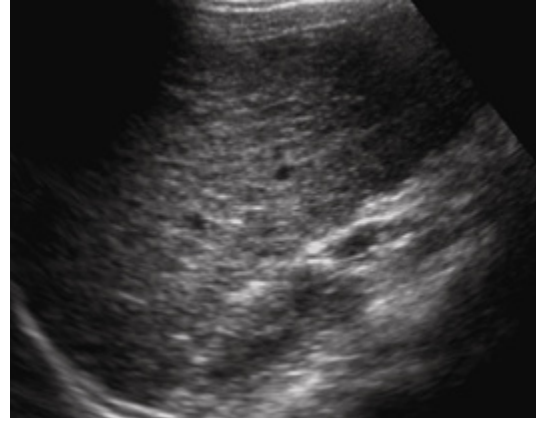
a, b. KHF tanılı hastanın karaciğere ait US incelemesinde (a) karaciğer sol lobunda ve kaudat lobta belirgin hipertrofi, sağ lobta şekilsiz safra yolu genişlemeleri (von Meyenburg kompleksleri) görülüyor (oklar). Kontrast sonrası alınan BT kesitinde (b) dalak büyük olarak izleniyor, ayrıca mide fundus komşuluğunda variköz venler dikkati çekiyor, bu bulgular portal hipertansiyon tanısını desteklemekte.
